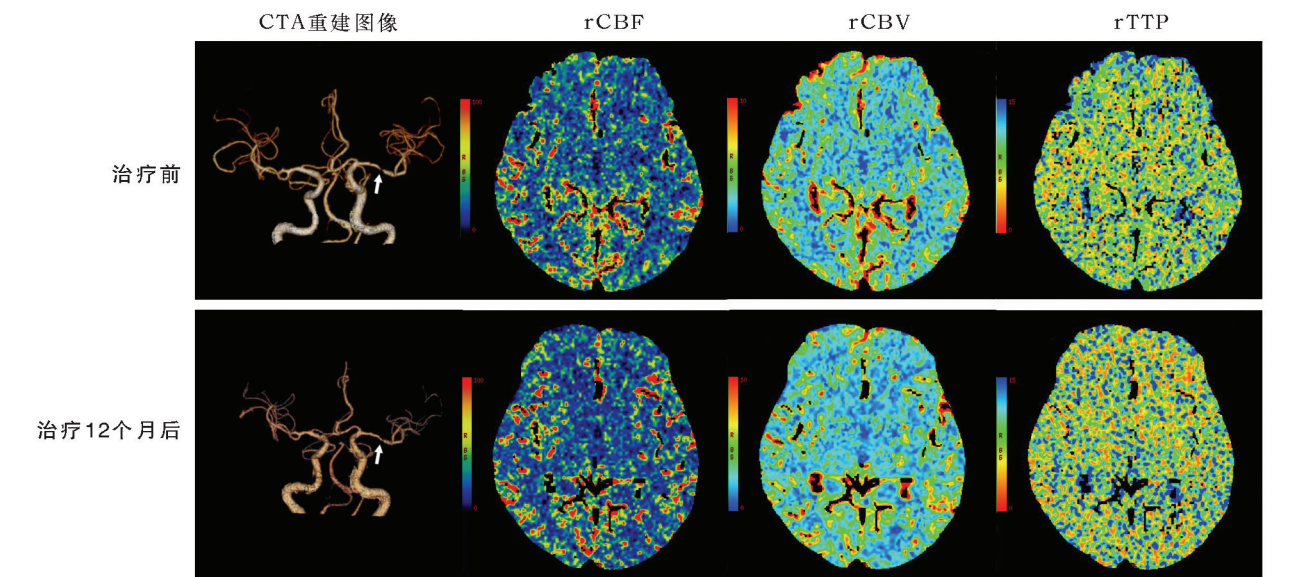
强化组患者治疗前后 CTA 三维重建图及 CTP 伪彩图对比 强化组治疗 12 个月后,左侧大脑中动脉 M1 段狭窄程度明显减轻,相应供血区域 rCBF 及 rCBV 升高、rTTP 缩短。
